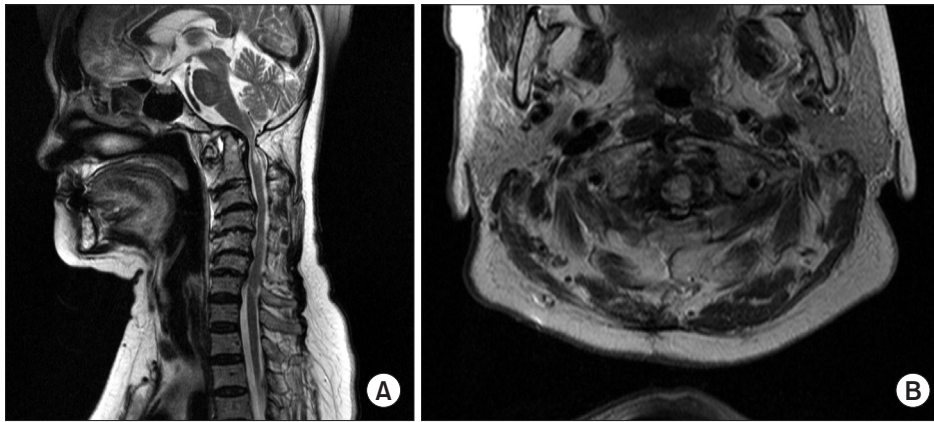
No changes of the retro-odontoid pseudotumor and increased intra-medullary hyper-intense lesion of C1 and C2 were observed in sagittal (A) and axial (B) images on T2-weighted magnetic resonance imaging.
